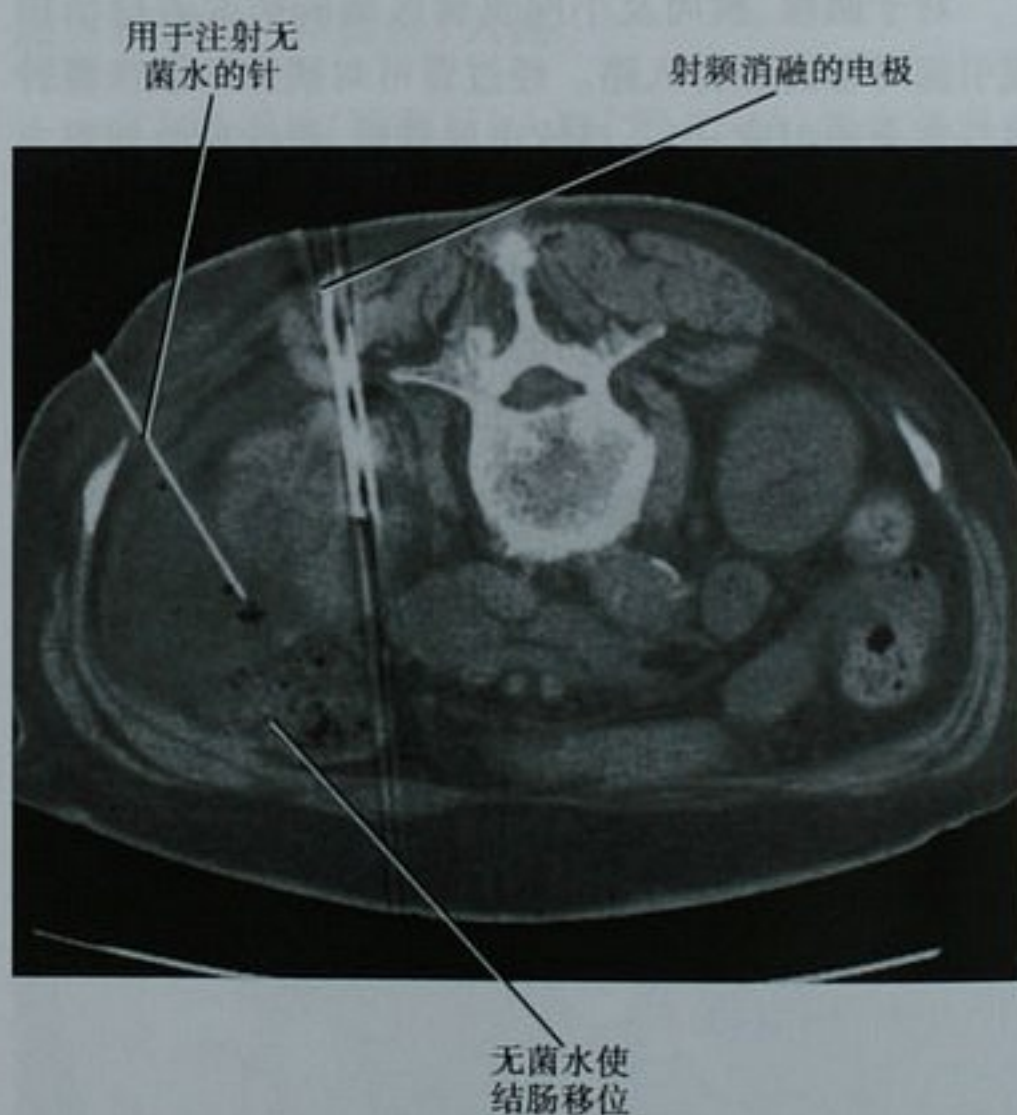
经肾的平扫 CT 横断面图像显示在对肾肿物进行射频消融术时应用水分离术使肾和结肠分离
